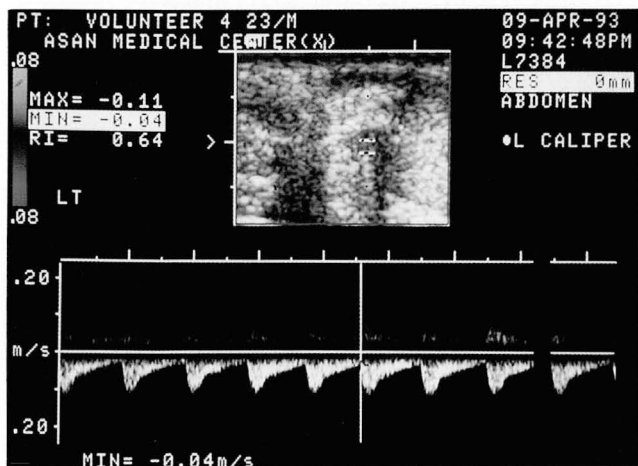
A 23-year-old normal volunteer shows focal color flow at epididymal head. Doppler wave form shows high impedance peak systolic velocity, and low end diastolic velocity. Resistive index was 0.64. RI value is overlapped with RI of disease group.
